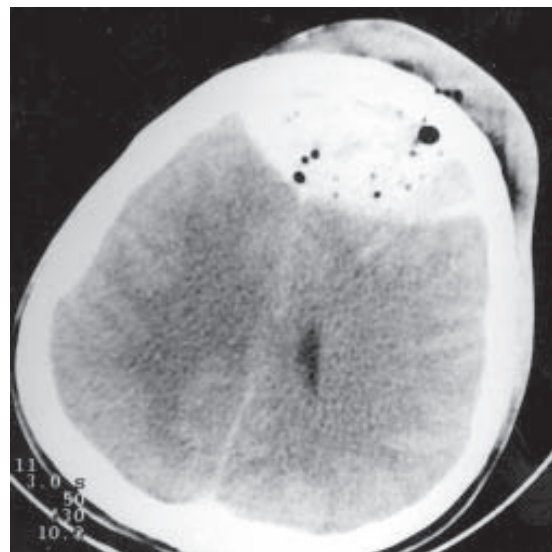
Tomografia computadorizada: hematoma extradural bifrontal com ar no interior.
